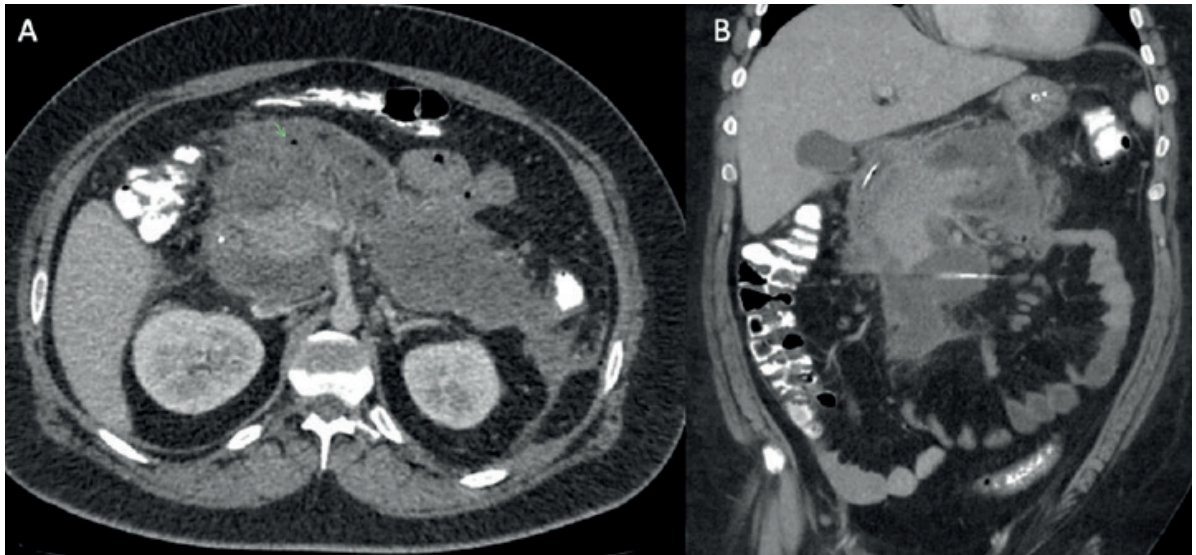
TAC: Se visualiza extensa colección mal definida multiloculada con burbujas aéreas internas que se extiende desde el nivel peripancreático en sentido caudal hacia la fascia pararenal anterior. Dicha colección está en contacto con el yeyuno, el cual presenta signos inflamatorios reactivos (flecha verde). A. Corte axial. B. Corte coronal.
